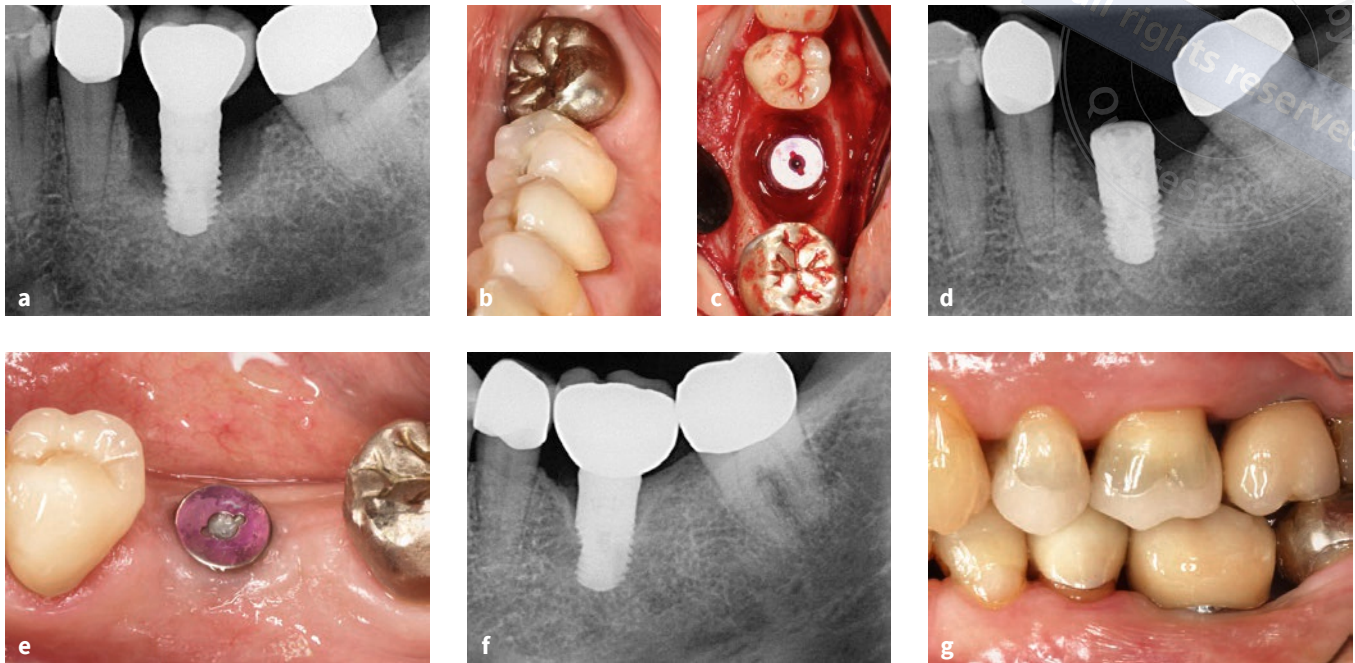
bis h Systematische Therapie einer Patientin mit fortgeschrittener Periimplantitis in regio 36 unter Verwendung der Granulationsgewebe-erhaltenden Technik (GTPT): röntgenologische Ausgangsbefund: Der Zahnfilm zeigt einen ausgeprägten schüsselförmigen Defekt (a); klinischer Ausgangsbefund nach „Trepanation“ des Schraubenkanals: Es sind bei ST zwischen 7 und 9 mm und Suppuration nach dem Sondieren inspektorisch keine Entzündungszeichen erkennbar (b); intraoperatives Foto nach Entfernung des Biofilms (Defektmorphologie Klasse Ie nach Schwarz et al.¹¹, c); Röntgenbefund 6 Monate post operationem: Es zeigt sich eine erste knöcherne Konsolidierung (d); klinischer Befund 6 Monate post operationem ohne Entzündungszeichen vor prothetischer Neuversorgung (e); Röntgenbefund nach dreieinhalb Jahren: Es zeigt sich eine ausgeprägte knöcherne Defektfüllung (f); klinischer Befund nach dreieinhalb Jahren von der bukkalen Ansicht mit neuer Suprakonstruktion (g); klinischer Befund nach dreieinhalb Jahren von der okklusalen Ansicht: Bei Patienten mit Periimplantitishistorie sollte – wenn möglich – eine verschraubte Suprakonstruktion eingegliedert werden (h).
